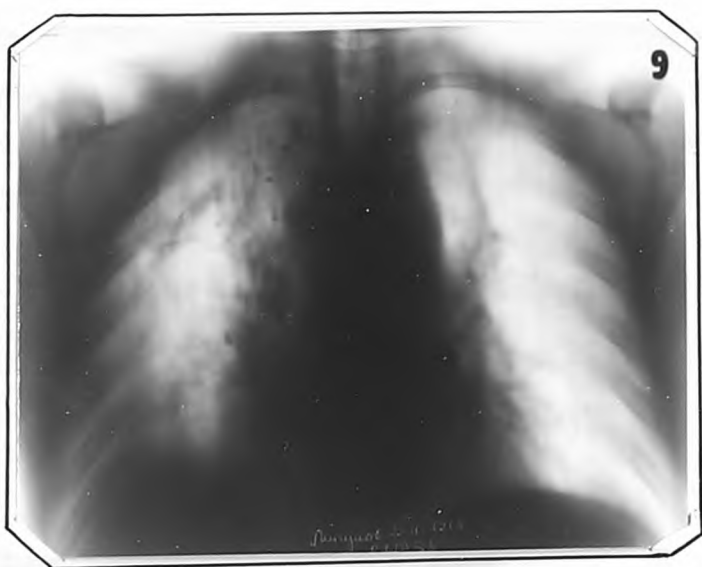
Томограмма легких того же больного. Активных изменений не выявляется. Справа хорошо виден рубцово измененный рисунок.
